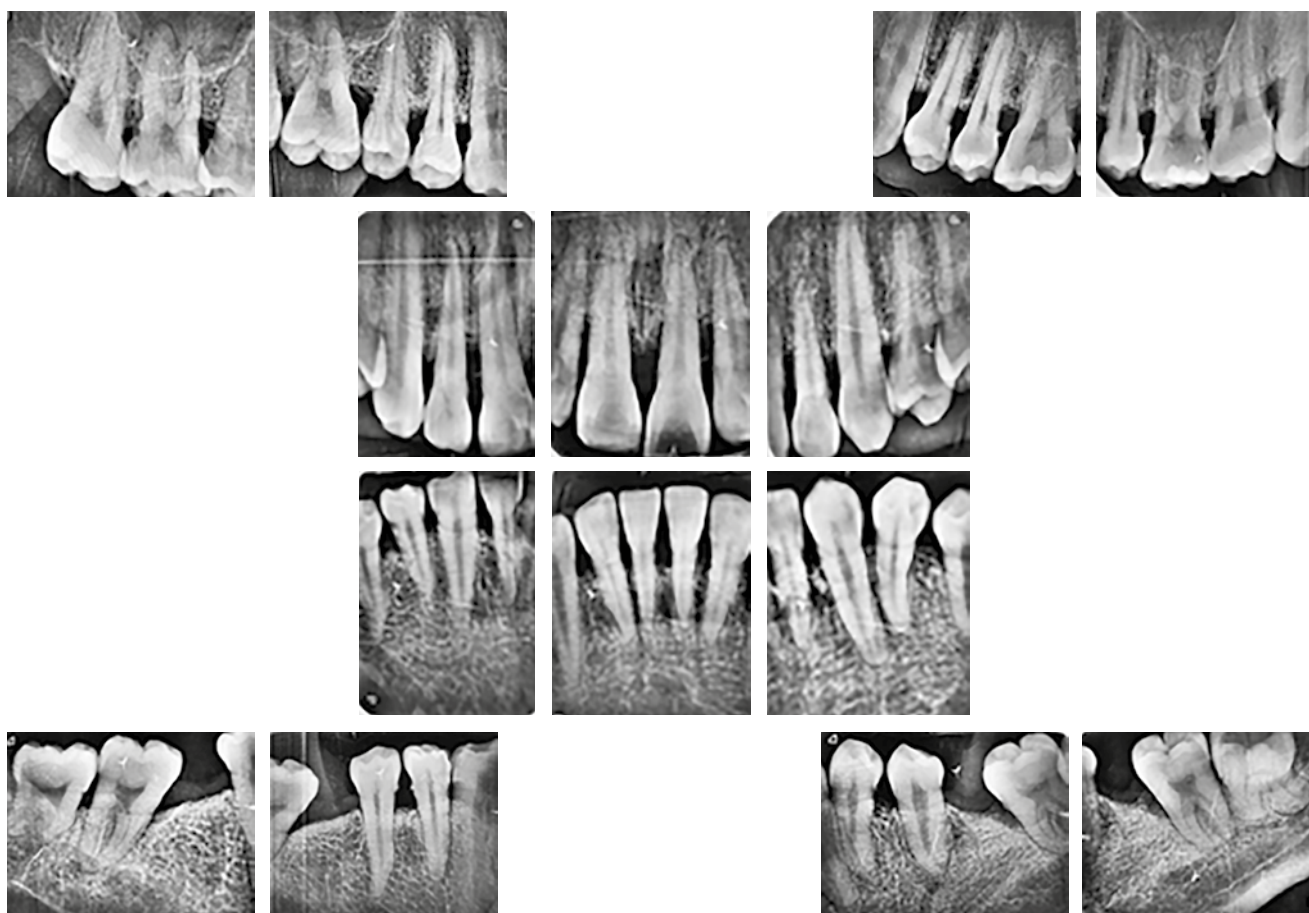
Análisis radiográfico con periapicales.
